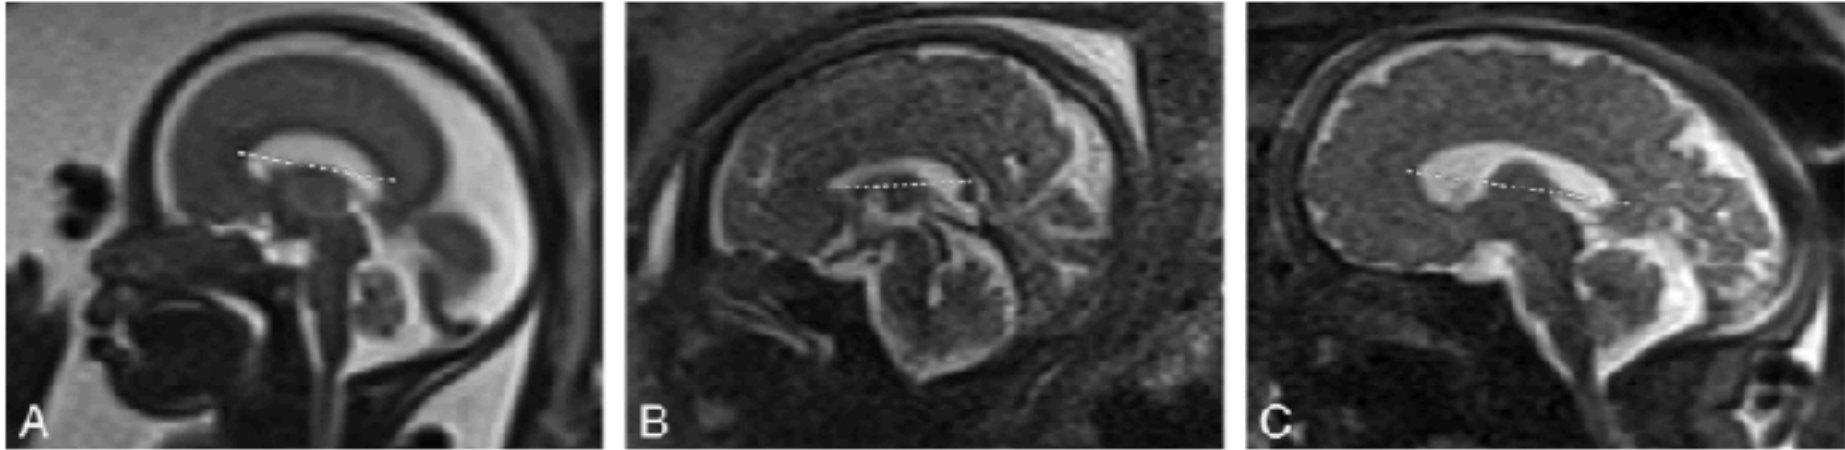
Sagittal MR image of the fetal brain (TE_{eff} , 50–100 ms; NEX, 0.5). Measurement of the corpus callosum from anterior to posterior on fetuses of 25 (A), 33 (B), and 38 (C) weeks' gestational age.
